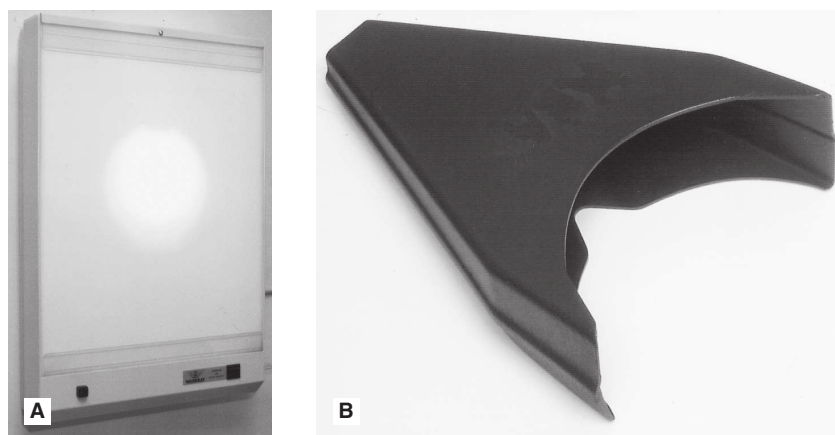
A. Négatoscope incorporant une source lumineuse additionnelle centrale pour lire les films noirs surexposés. B. Lecteur SDI X-ray : une lumière externe exclut le visionneur de film intra-oral équipé d'un grossissement.
